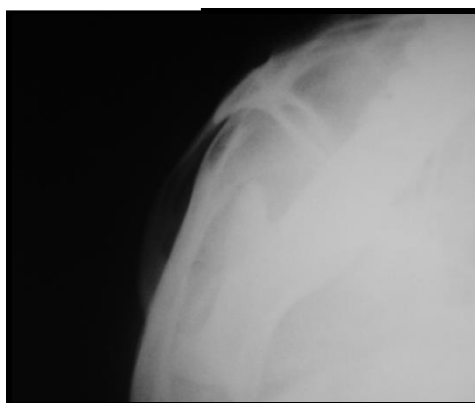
Radiografia final mostrando a correta redução da fratura.
